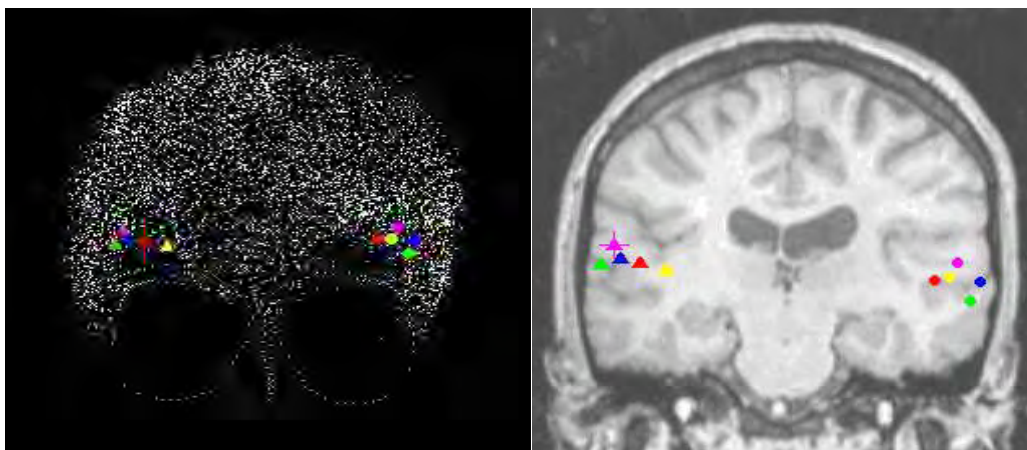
LOCALIZACIÓN ANATÓMICA FUENTES EN LA RM DEL SUJETO, TRAS LA SUPERIMPOSICIÓN DE LAS DOS TÉCNICAS, PARA LA CUAL SE TOMAN LOS PUNTOS FIDUCIALES ANTERIORMENTE DESCRITOS.
